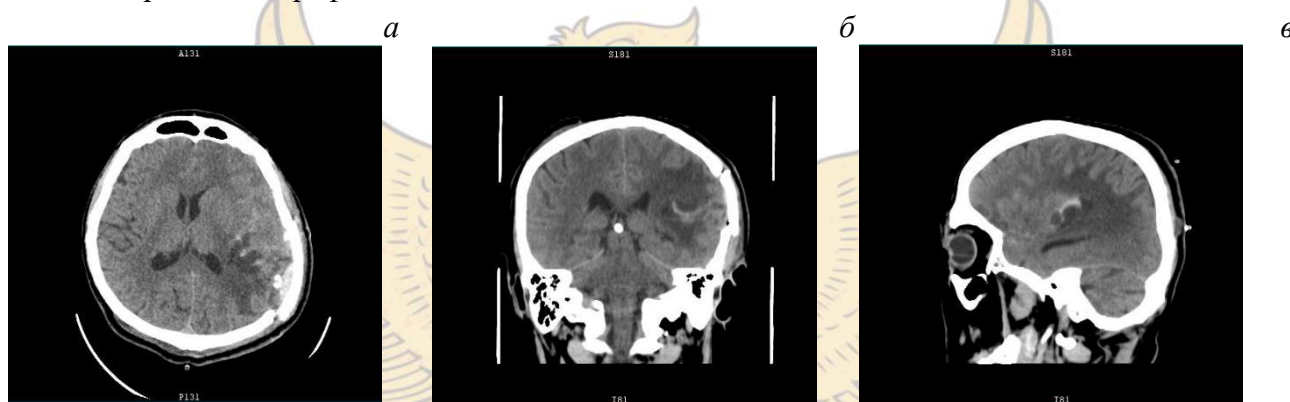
Контрольные снимки КТ через 14 дней после проведения оперативного вмешательства: а – аксиальный срез; б – коронарный срез; в – сагиттальный срез головного мозга.
